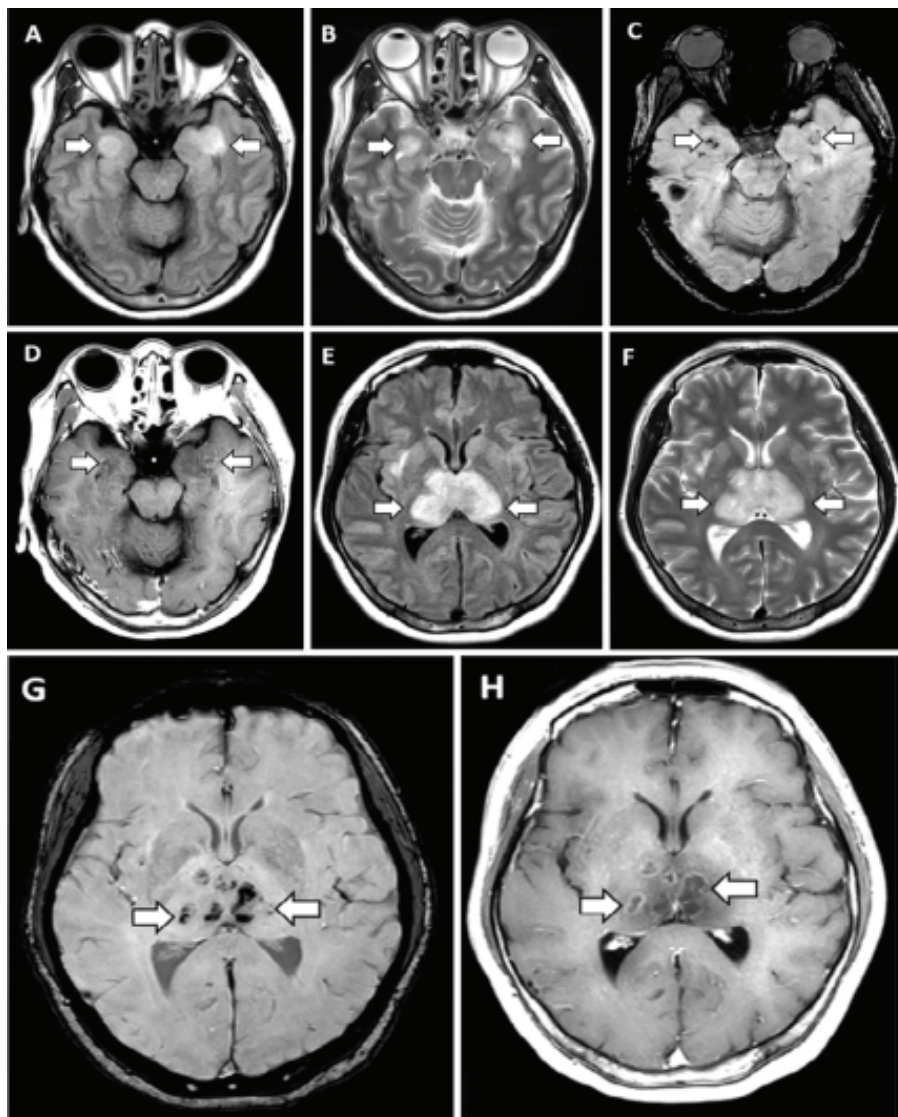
МРТ головного мозга пациента с COVID-19-ассоциированной острой геморрагической некротической энцефалопатией [25].
